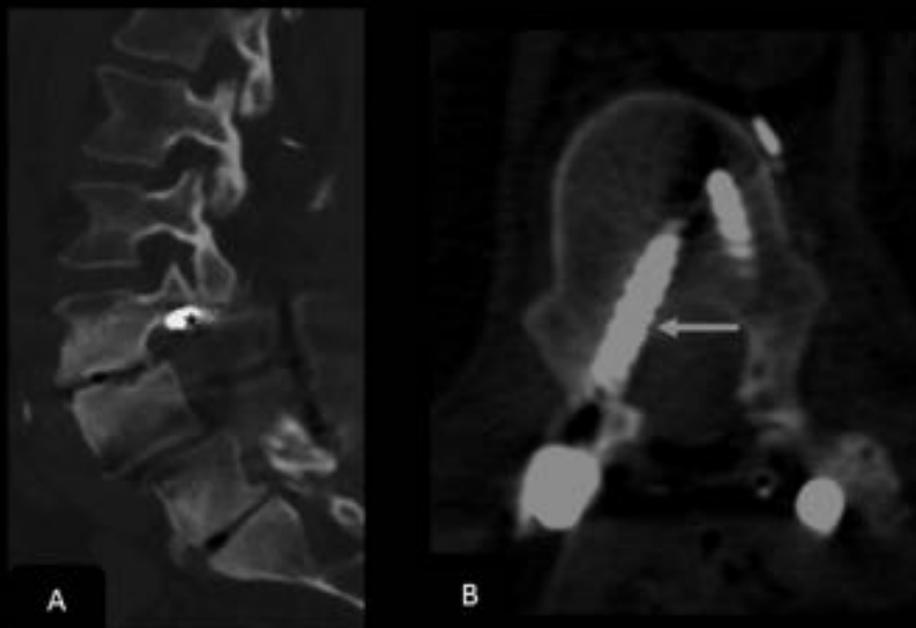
Mal posición del material. TC. A.B: Cortes sagital y axial donde se objetiva mal posición del tornillo transpedicular de L3-L4 estando en posición media y presentar contacto con las raíz ipsilateral.
